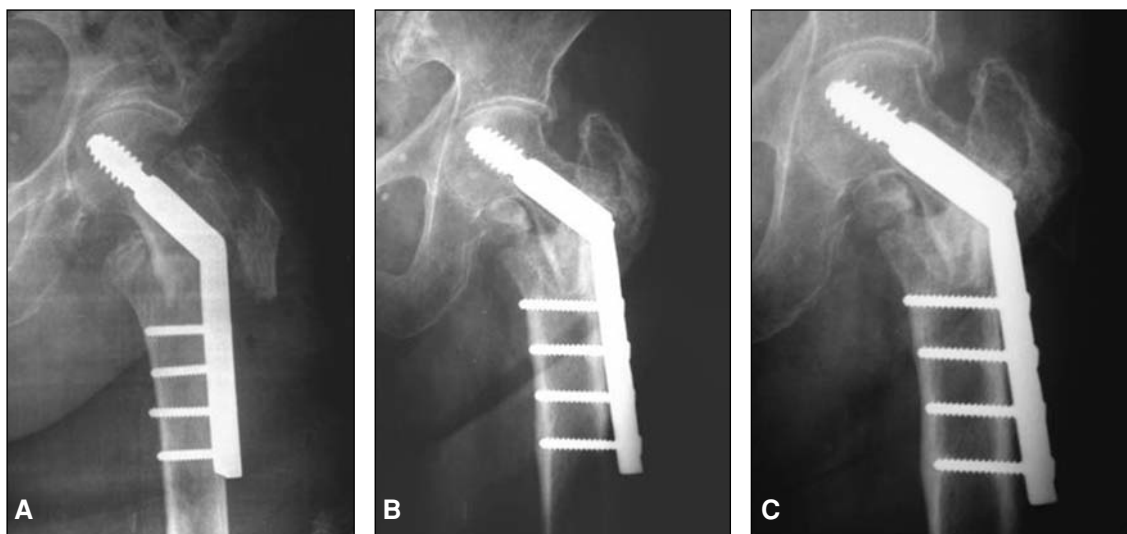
Paciente de 84 años que presenta un correcto resultado posoperatorio. Obsérvese el escaso deslizamiento del tornillo cefálico (esta marca de osteosíntesis hace tope 3 mm antes de la rosca) A. Posoperatorio. B. A los 7 meses la paciente refiere 2 meses de dolor en el muslo y el implante está flojo. C. Radiografía de los 12 meses de la operación. El dolor desapareció a los 8 meses y la fractura se consolidó.
